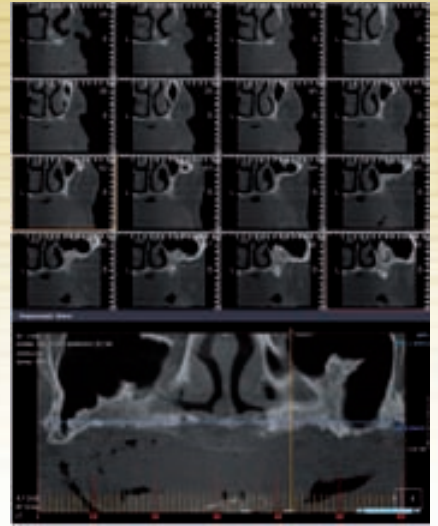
TAC sector 2 anterior
